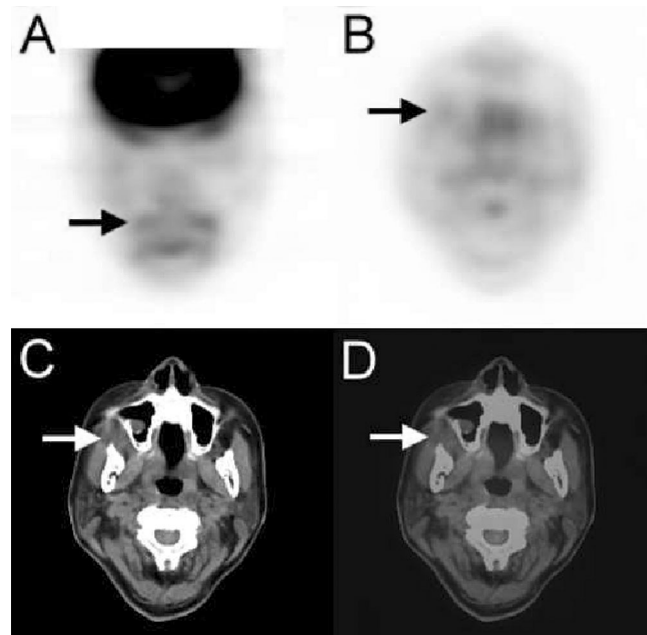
The second F-18 FDG PET/CT (A: coronal PET, B: transaxial PET, C: correlated transaxial CT, D: fused PET/CT) was done one month after full course of concurrent chemoradiation therapy (CCRT) showing a faint uptake (SUVmax, 1.4) at the previously positive region (arrow head). The lesion finally turned out to be complete remission.
